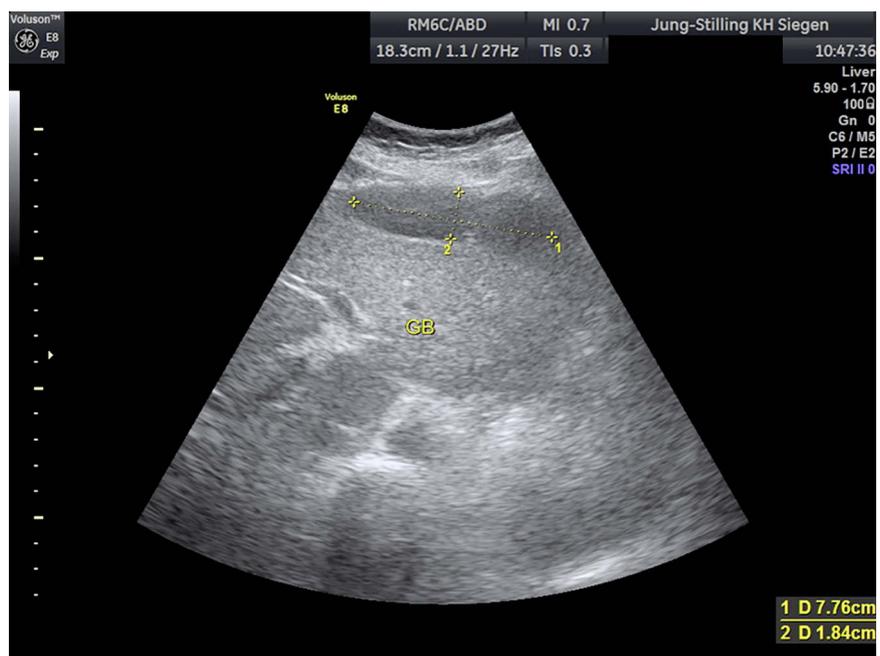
Abdomen-Sonografie am 16. postoperativen Tag: Es zeigen sich noch Residuen des vorbekannten Leberhämatoms.
